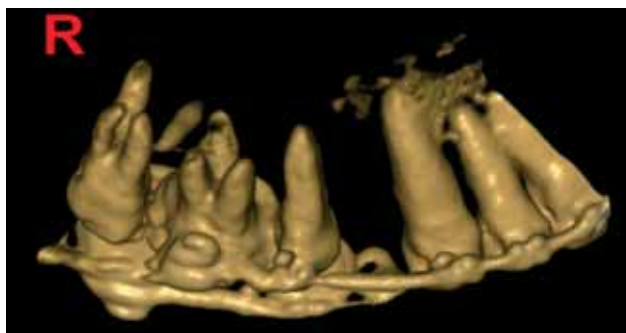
Imaginea 3D obținută la CT volumetric a cadranelor unu, în care se observă din incidența superior-vestibulară miniimplantul inserat distal (palatinal) de 16, cel situat mezial (vestibular) nu este prezent deoarece a fost mobilizat în timpul solicitării mecanice.
